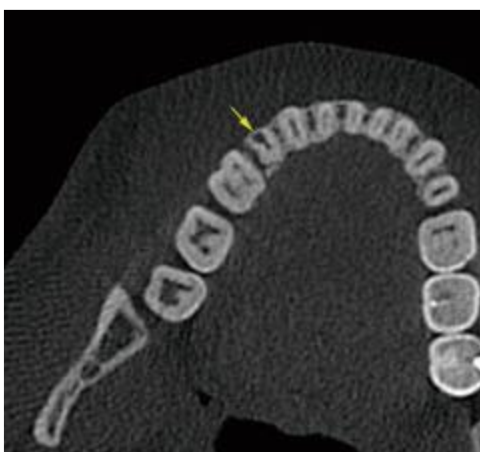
Tomografia computadorizada cone beam. a) cortes sagitais. b) Cortes coronais evidenciando que a RCE não penetrou no canal radicular. c) Corte axial mostrando a fina camada cortical óssea sobrepondo a lesão reabsortiva. (Patel, Dawood, 2007)
